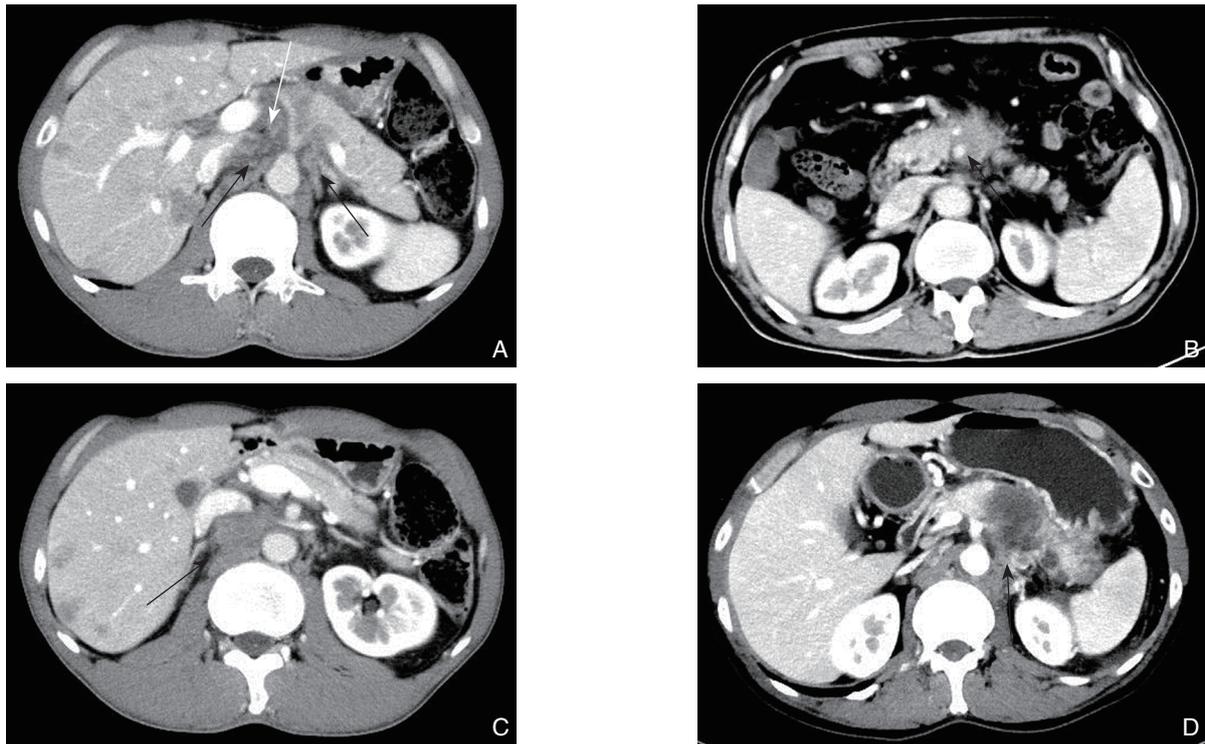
CT 表现 A: 胰头癌伴肝脏转移, CT 可见腹腔动脉干完全被肿瘤包绕, 血管轮廓不清, 走行纤细僵直, 周围可见异常软组织影 (白箭), 同时有双侧腹腔神经节区域异常软组织影 (黑箭); B: 胰头癌, CT 可见异常软组织影包绕腹腔干及肠系膜上动脉 (本例肠系膜上动脉由腹腔干发出); C: 胰头癌伴肝转移, 正常右侧腹腔神经节区域由软组织肿块影占据 (黑箭), 下腔静脉受推移; D: 胰体尾癌, 胰体尾巨大肿瘤向后侵犯左侧腹腔神经区域 (黑箭)
